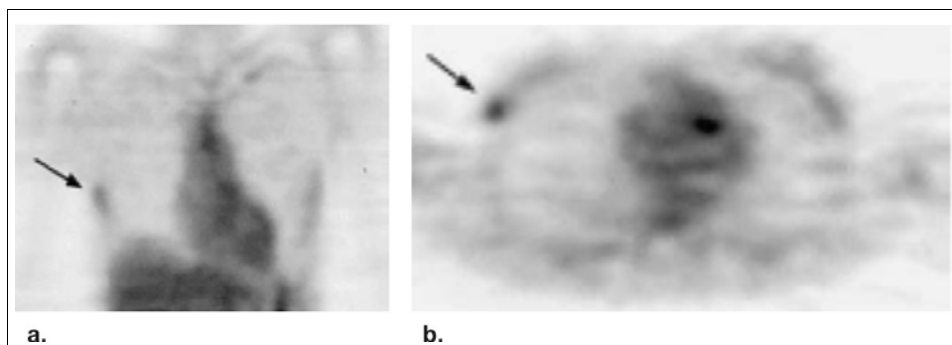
Mujer de 35 años, con diagnóstico de carcinoma ductal infiltrante de mama derecha, tratada con tumorectomía más vaciamiento axilar y radioterapia. A los 5 años se presenta al examen físico con una masa en la región axilar (externa) del cuadrante superior externo de la mama derecha. a) Se muestran cortes coronal y b) axial de FDG PET donde se observa foco de hipercaptación (SUV >2,5) en la zona donde se ubicaba la masa encontrada durante el examen clínico. La PAAF resultó positiva para células malignas. Tomado de: Eubank WB, Mankoff DA, Vesselle HJ, et al. Detection of locoregional and distant recurrences in breast cancer patients by using FDG PET. *Radiographics* 2002; 22: 5-17.
